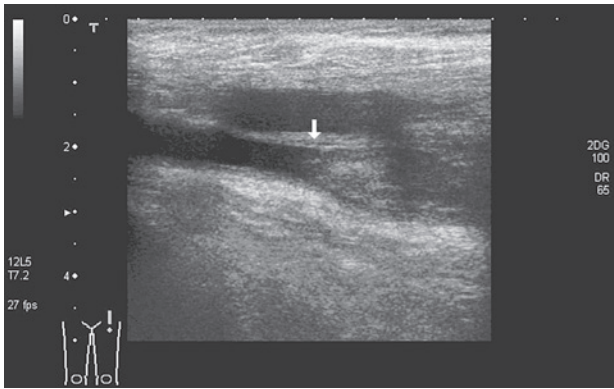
第209病日施行 下肢エコー図 深部静脈血栓症を認める
